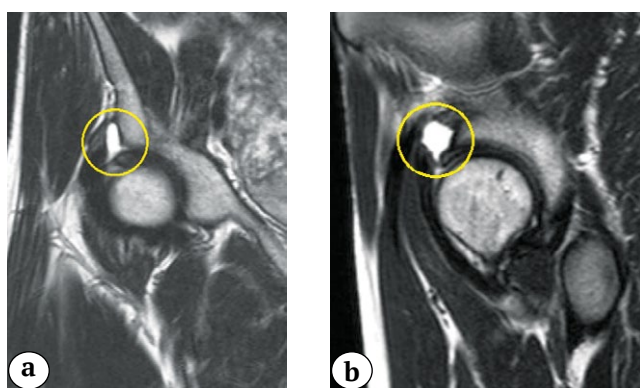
Предоперационные МРТ: a — коронарный срез T1; b — сагиттальный срез T1
